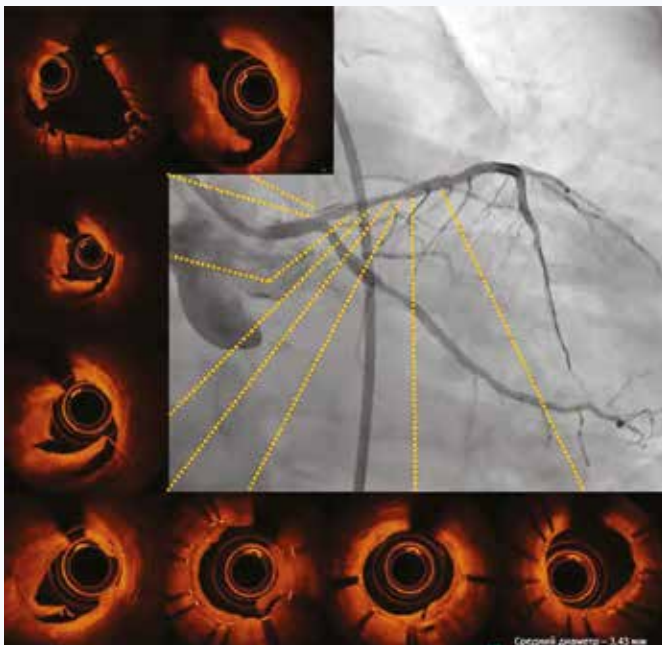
Данные ангиографии и оптической когерентной томографии передней межжелудочковой артерии после проведения «CRUSH» дилатации
